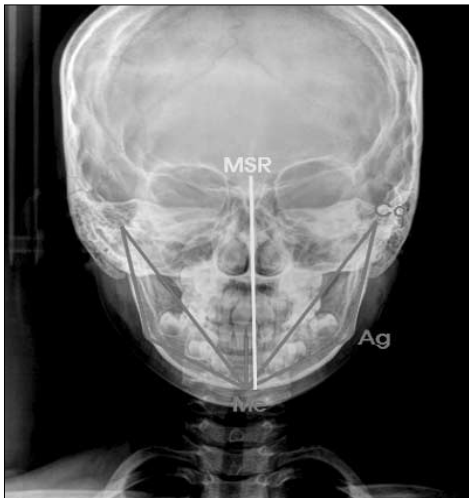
Initial radiograph (CephaloPA).
